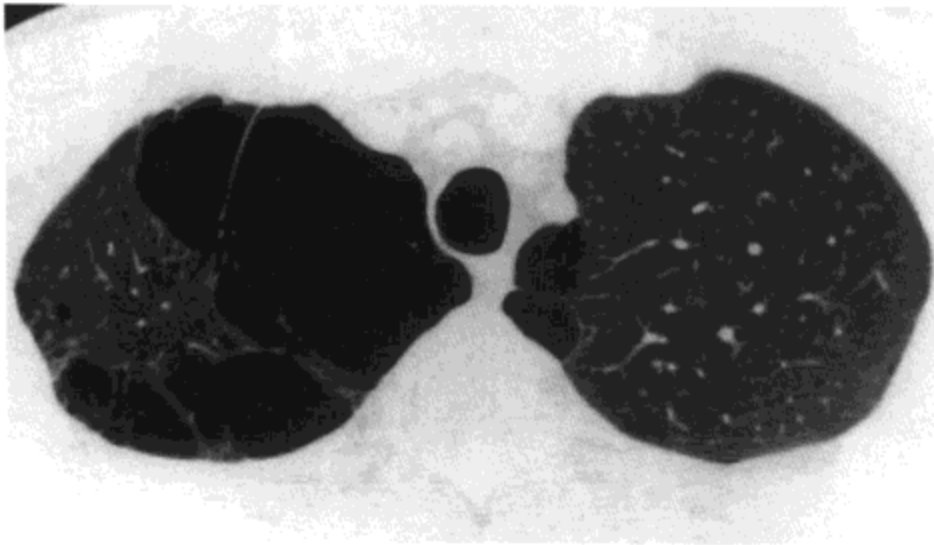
肺大疱。高分辨率CT影像示双侧胸膜下低密度区伴薄壁，为肺大疱的特征。病人男，37岁。
